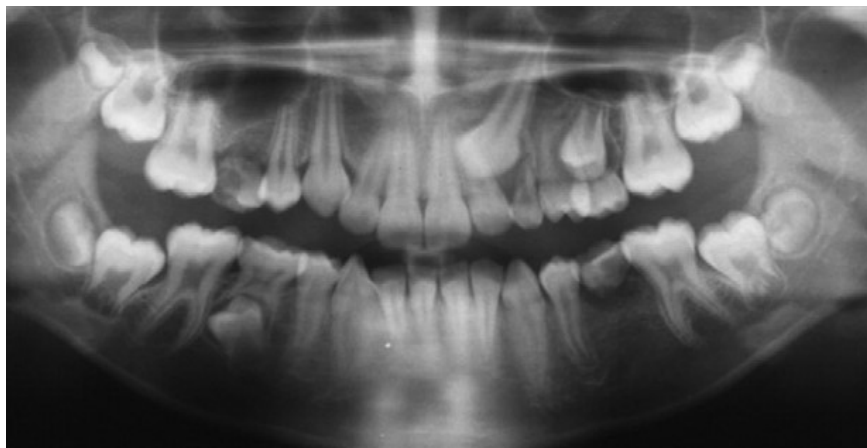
Paciente sexo feminino, 11 anos e 6 meses de idade. A ortopantomografia revela imagens compatíveis com várias anomalias dentárias associadas com o canino superior esquerdo impactado: agenésia do segundo pré-molar superior direito, agenésia do segundo pré-molar inferior esquerdo e disto-angulação do segundo pré-molar inferior direito não erupcionado.
